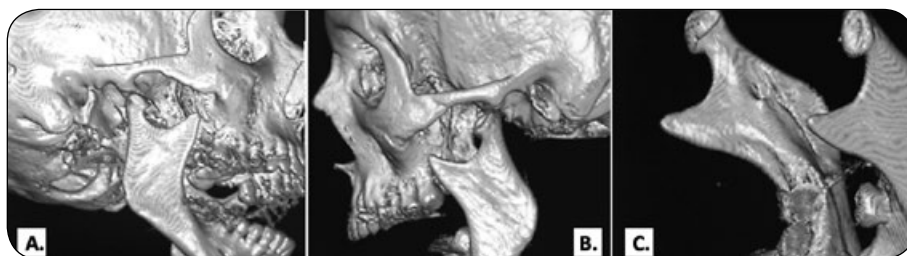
Artritis Reumatoide en ATM Bilateral. Vista ATM izquierda (A) y ATM derecha (B) Boca Abierta. Reconstrucción tridimensional. Tomografía Computarizada. C, Vista Superior de Cóndilos mandibulares donde se observa el aplanamiento de la superficie articular.
